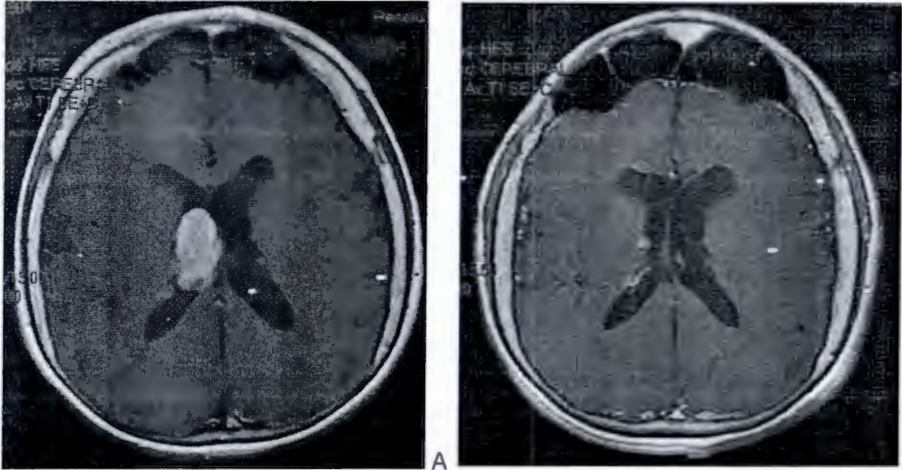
(Caso 4) RMN corte axial T1 contrastado, en donde se identifica lesión nodular redondeada de 31 mm de diámetro en un plano axial, localizada en la vecindad del agujero de Monro, con reforzamiento intenso(A). En el estudio de control postoperatorio, después de 4 meses, se observa cambios quirúrgicos por craneotomía frontoparietal, asimetría con datos de encefalomalasia corticosubcortical frontal ipsilateral, con resección completa de tumoración. Se realizó callosotomía de 2/3 anteriores, corticectomía frontal derecha (B).
